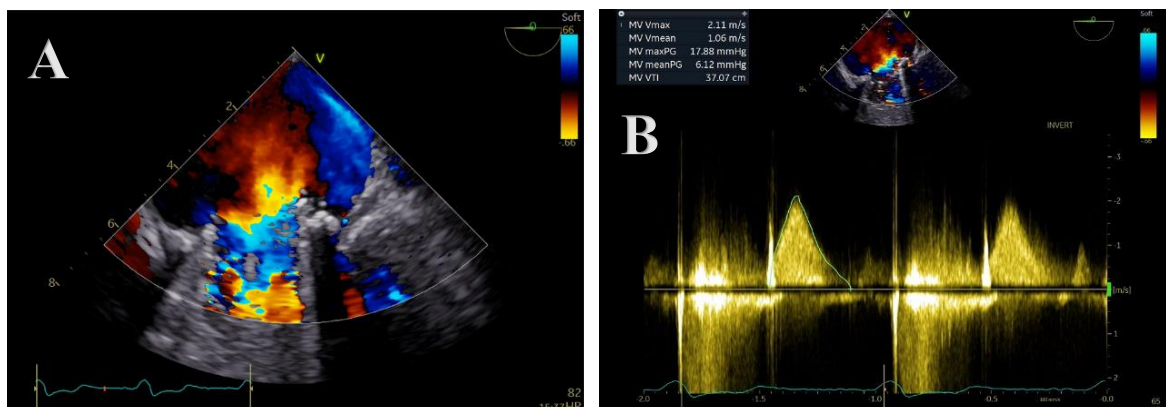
Vista midesofágica com angulação a 0° com (A) Zoom na prótese mecânica mitral juntamente com modo Doppler cor e (B) Fluxo transprotésico mitral com Doppler contínuo.
